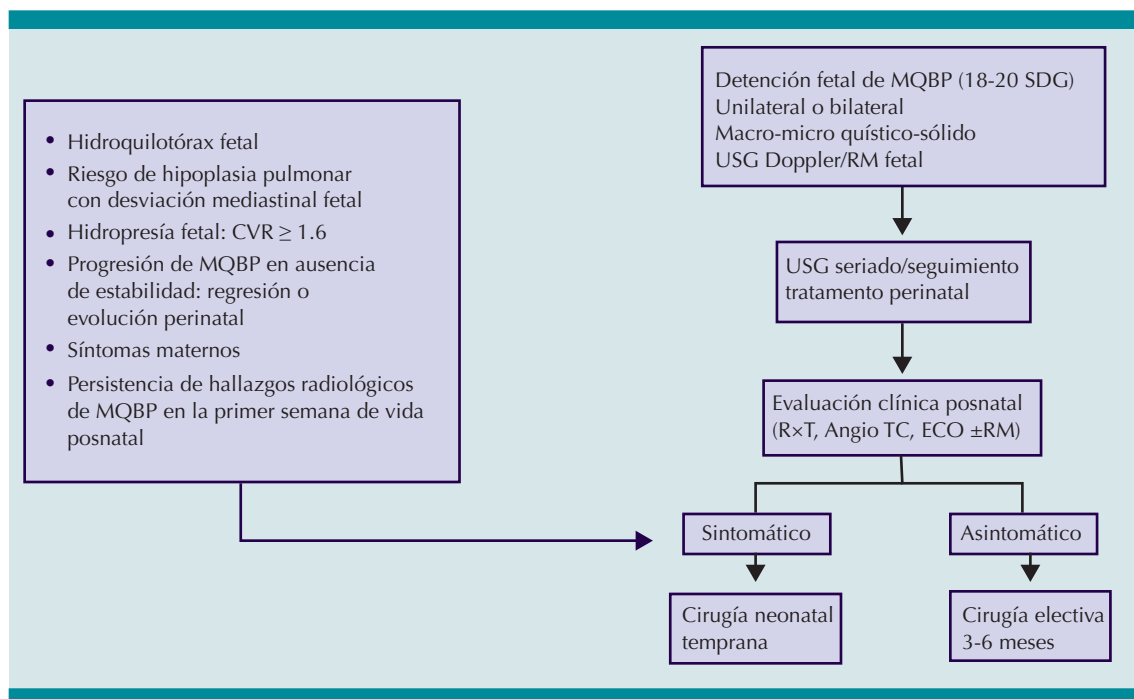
Algoritmo para el acceso y tratamiento de malformaciones quísticas broncopulmonares asintomáticas. RM: resonancia magnética; USG: Ultrasonografía. Tratamiento perinatal: toracocentesis, esteroides maternos, catéter toraco-amniótico, resección quirúrgica fetal, EXIT (*ex utero intra partum*); RxT: radiografía torácica simple; angio TC: angiografía; ECO: ecocardiografía; CVR: relación volumen de lesión (longitud x altura x ancho x 0.523 en cm^3)/circunferencia cefálica fetal.
